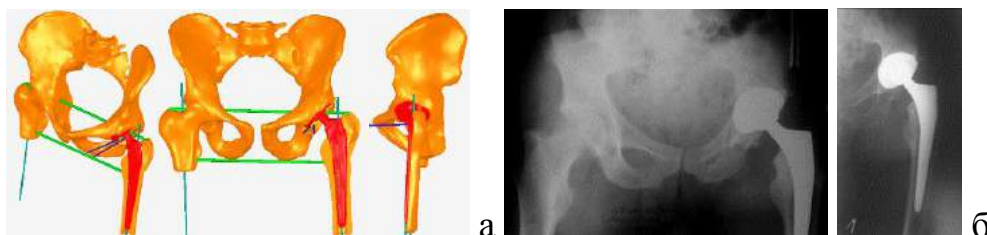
♂, 45 лет; а – предоперационное проектирование на основе объемного моделирования; б - данные рентгенографии после артропластики
